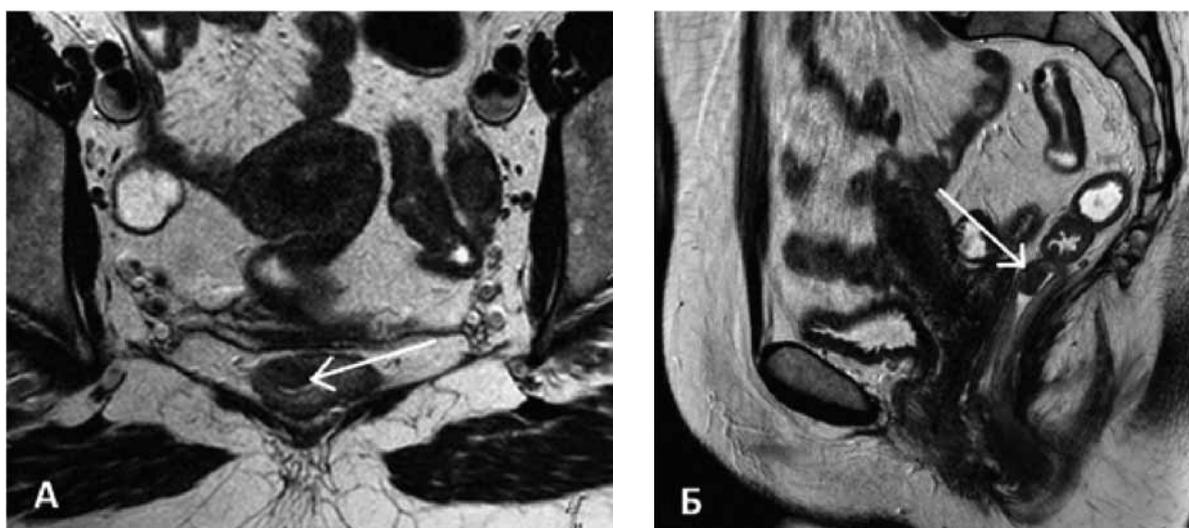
МРТ изображение НЭО прямой кишки (указана стрелкой) в режиме T2 анатомических срезов. А) аксиальная проекция; Б) сагиттальная проекция: подслизистое образование стенок среднеампулярного отдела прямой кишки без явной инвазии кишечной стенки
